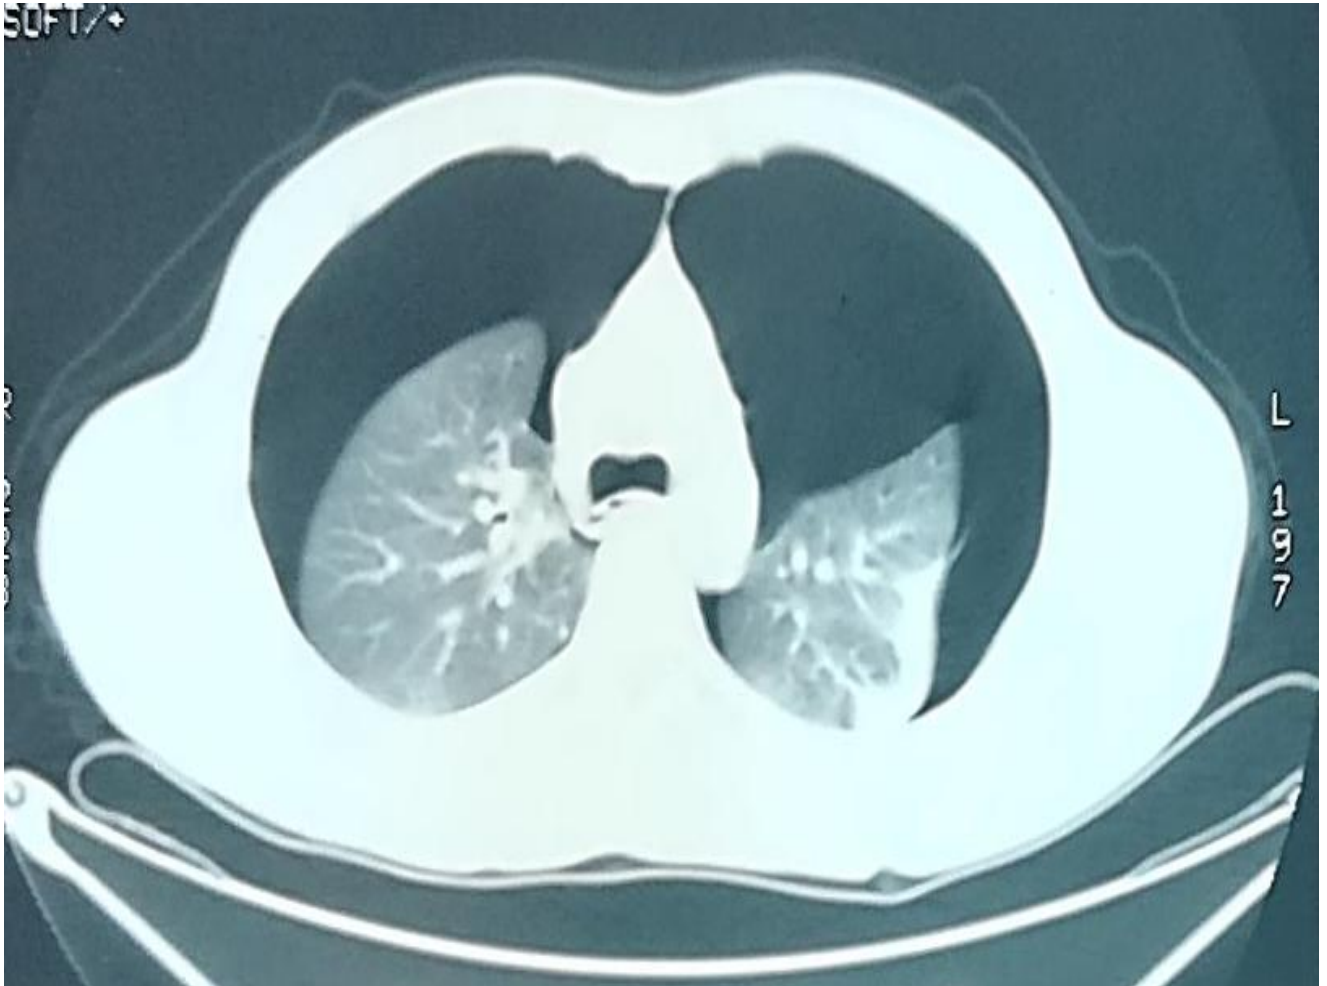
coupe axiale d'une TDM montrant un pneumothorax bilatéral de grande abondance. (service de chirurgie thoracique de l'HMMI)
